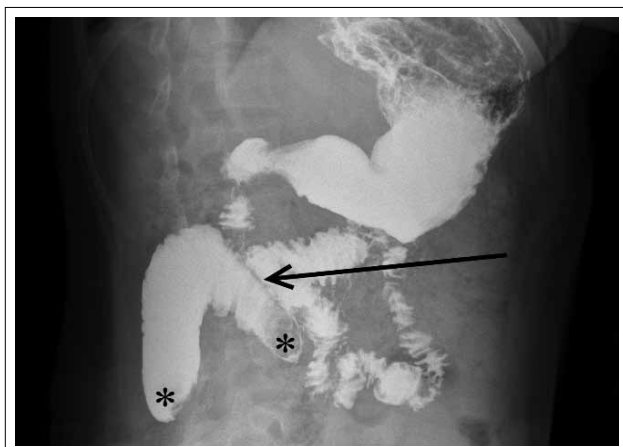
Рентгенологическое исследование верхних отделов ЖКТ с оценкой пассажа жидкой взвеси сульфата бария по кишечнику. Прицельная рентгенограмма желудка и ДПК. Прослеживается линия междуоденального анастомоза (стрелка), определяются два дефекта наполнения в просвете донорской ДПК в зоне погрузных швов (звездочки)
